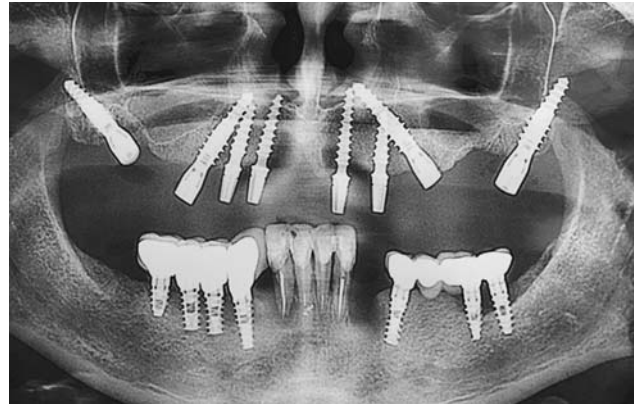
Контрольна ортопантомограма через день після імплантації. Вказаний приклад заперечує догму про необхідність вертикальності та паралельності імплантів: нахилені й непаралельні імплантати забезпечують кращу ретенцію та більший коефіцієнт успішності, особливо у випадках їх кортикальної фіксації.
